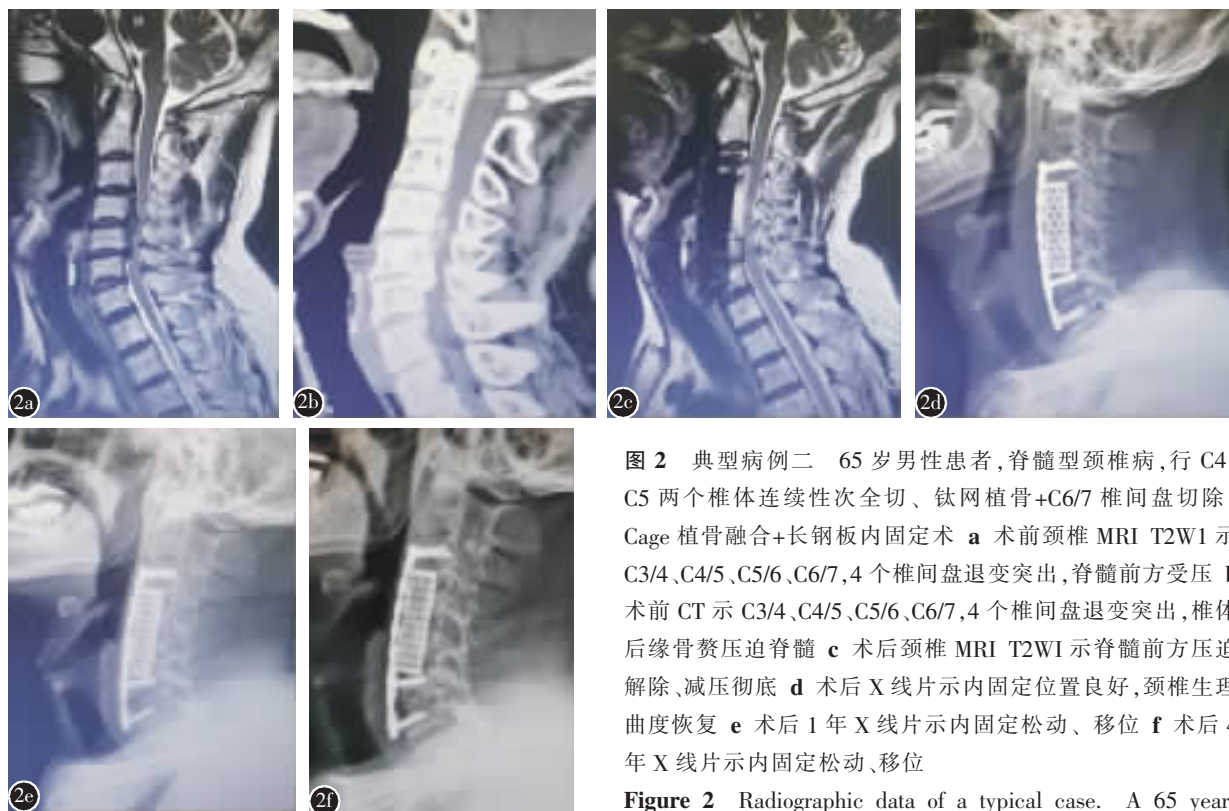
典型病例二 65 岁男性患者, 脊髓型颈椎病, 行 C4、C5 两个椎体连续性次全切、钛网植骨+C6/7 椎间盘切除、Cage 植骨融合+长钢板内固定术 a 术前颈椎 MRI T2WI 示 C3/4、C4/5、C5/6、C6/7, 4 个椎间盘退变突出, 脊髓前方受压 b 术前 CT 示 C3/4、C4/5、C5/6、C6/7, 4 个椎间盘退变突出, 椎体后缘骨赘压迫脊髓 c 术后颈椎 MRI T2WI 示脊髓前方压迫解除、减压彻底 d 术后 X 线片示内固定位置良好, 颈椎生理曲度恢复 e 术后 1 年 X 线片示内固定松动、移位 f 术后 4 年 X 线片示内固定松动、移位
